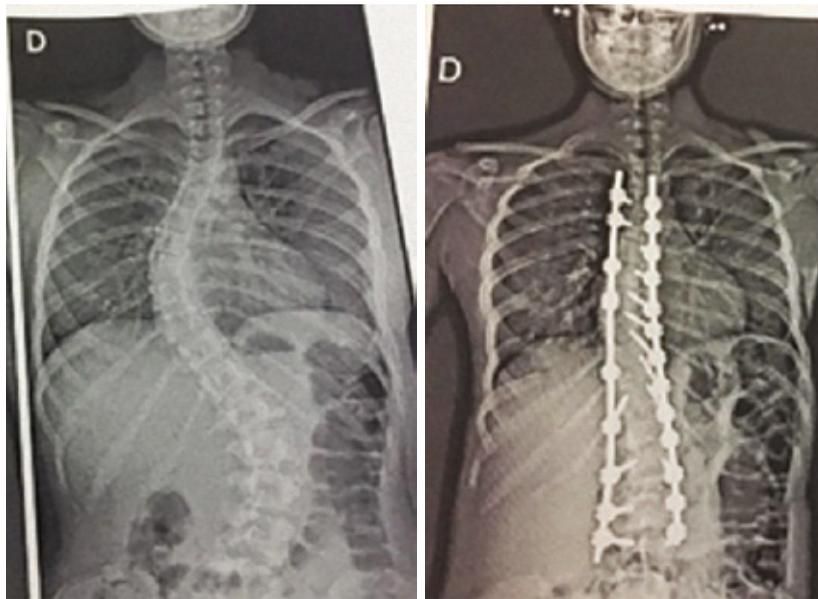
RADIOGRAFIA DA COLUNA AP DE DOENTE DE 15 ANOS, SEXO FEMININO, ANTES E APÓS SER SUBMETIDA A CIRURGIA.
